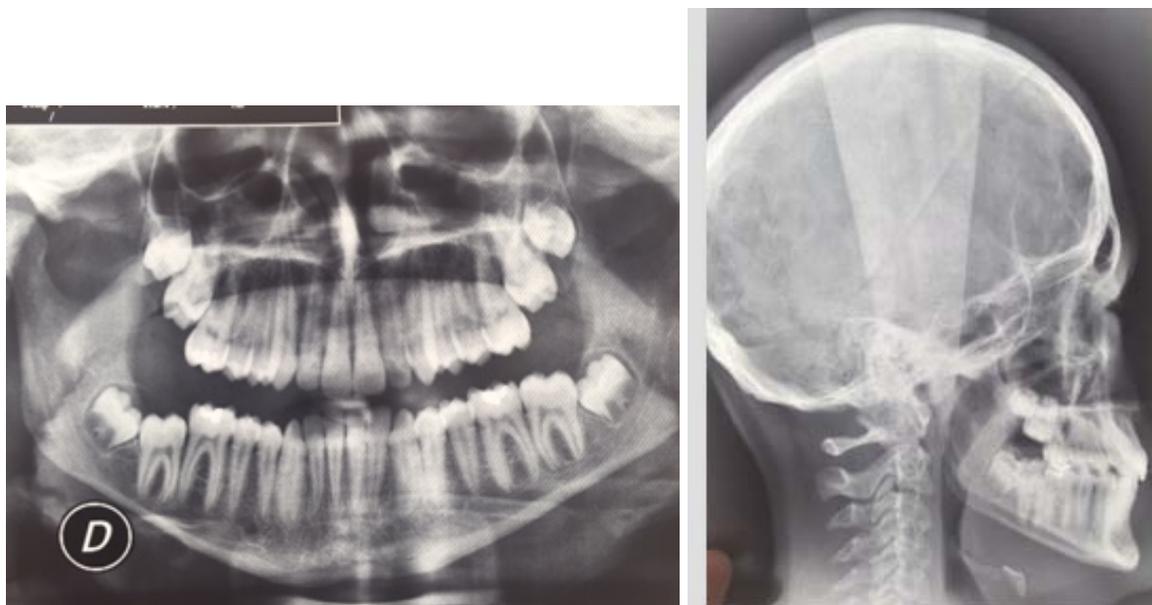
Patient de 13 ans. Radiographies mettant en évidence un retard d'éruption de la 47 impactée par la 48.
